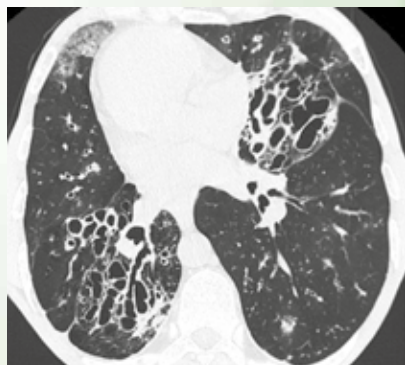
МСКТ органов грудной полости. Зеркальное расположение органов грудной полости. На данном срезе – множественные мешотчатые бронхоэктазы в S_6 правого легкого и $S_{4,5}$ левого легкого
